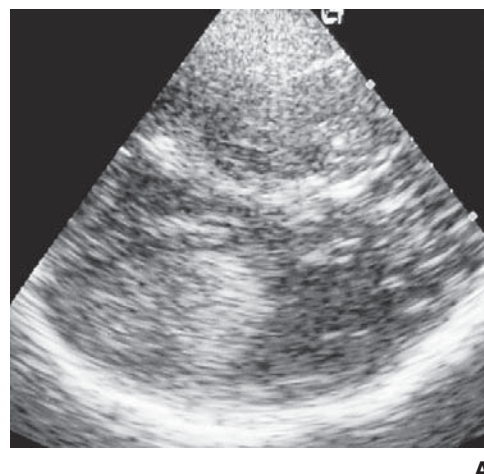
Опухоль головного мозга у 20-летней женщины. Сопоставление данных транскраниальной УС (А) и МРТ (Б). Опухоль указана стрелкой
